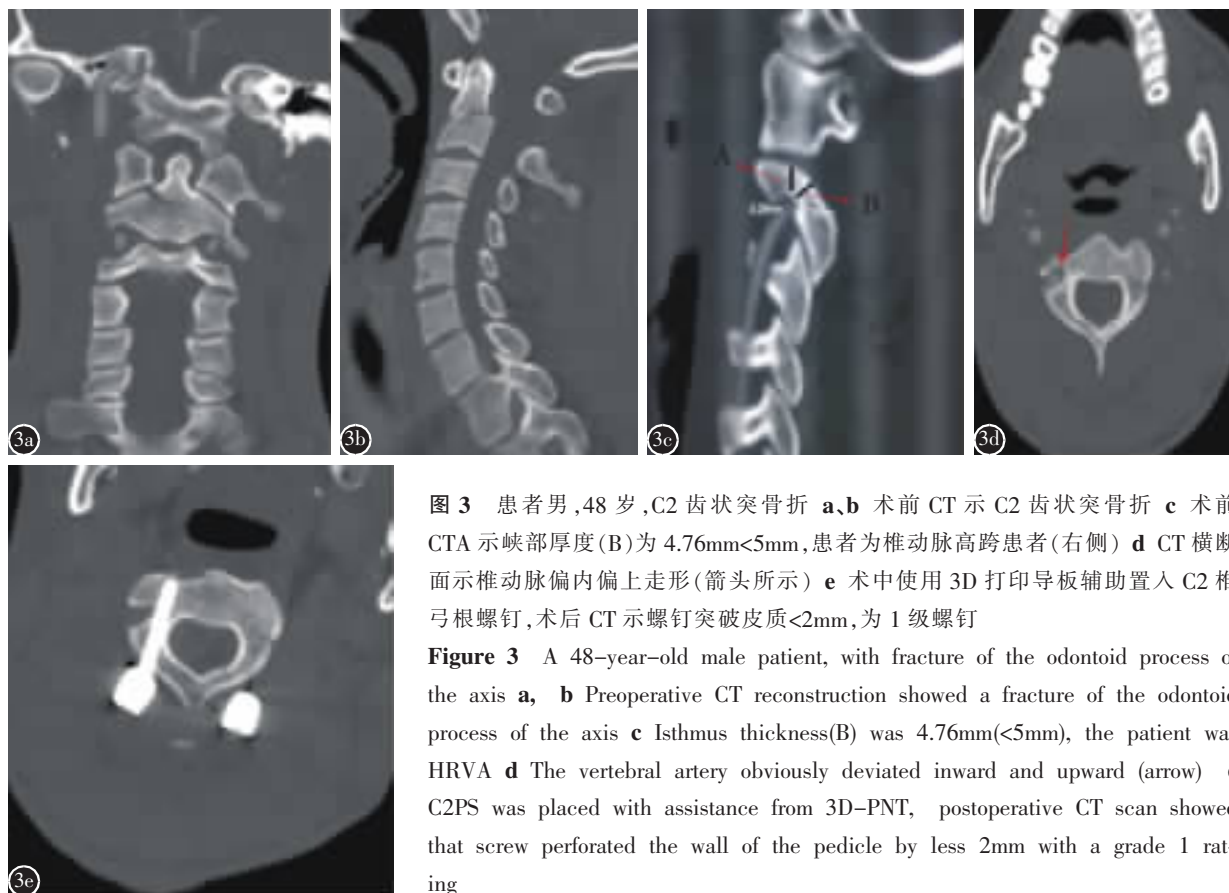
患者男,48岁,C2齿状突骨折 a、b 术前CT示C2齿状突骨折 c 术前CTA示峡部厚度(B)为4.76mm<5mm,患者为椎动脉高跨患者(右侧) d CT横断面示椎动脉偏内偏上走形(箭头所示) e 术中使用3D打印导板辅助置入C2椎弓根螺钉,术后CT示螺钉突破皮质<2mm,为1级螺钉
